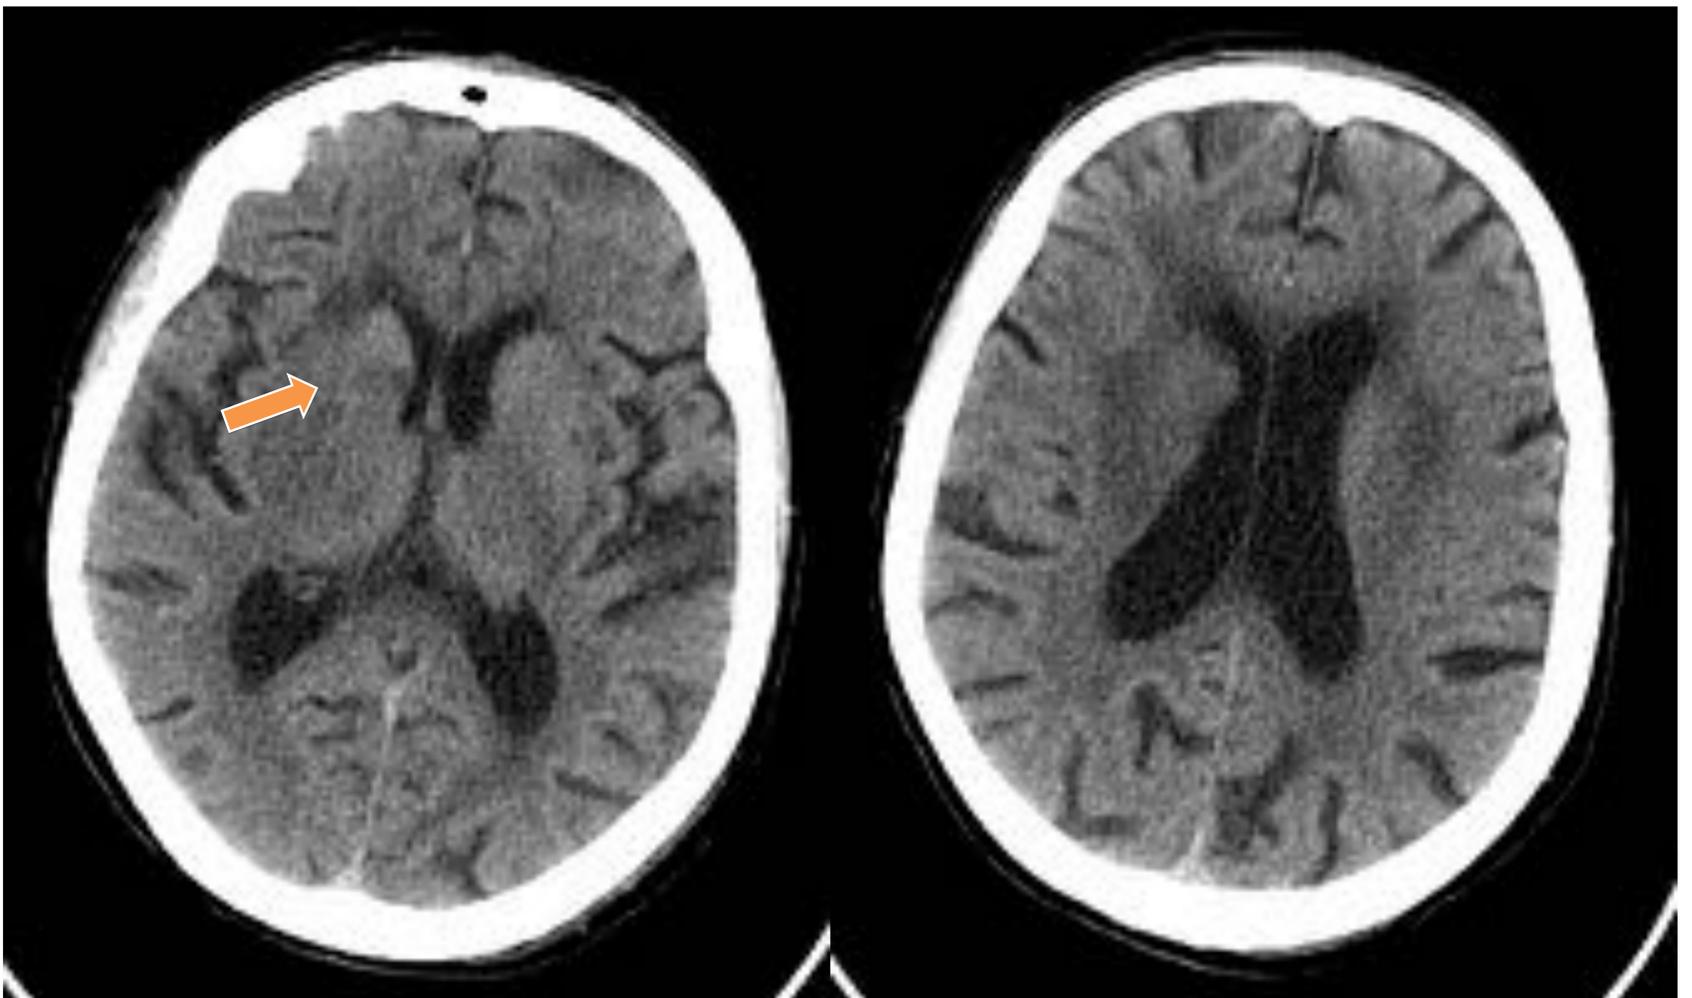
Paciente de 87 años con clínica de hemiplejía izquierda y desviación de la comisura bucal de hora y media de evolución. Izquierda: TC craneal sin administración de CIV, corte axial a nivel “gangliónico” con desdiferenciación del núcleo lenticular, cápsula interna y cabeza del caudado derechos con efecto de masa sobre VL ipsilateral. ASPECTS 7. Derecha: Corte a nivel “supragangliónico” con adecuada diferenciación sustancia blanca-gris de M4, M5 y M6. Se traslada a Hospital Ramón y Cajal para trombectomía con recanalización completa de M1.
